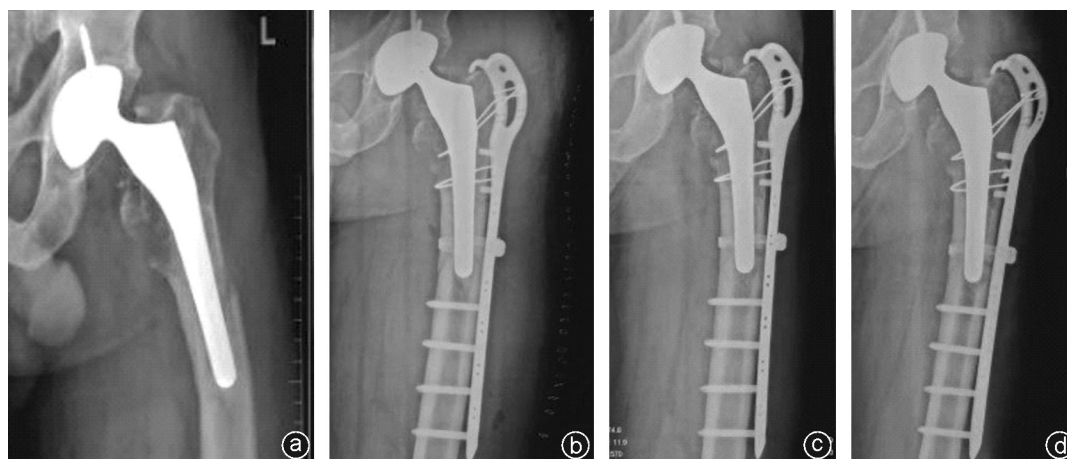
病人,男,65岁,左 Vancouver B1 型股骨假体周围骨折行线缆钢板内固定术 a:术前正位X线片;b:术后正位X线片;c:术后3个月正位X线片示骨折断端对位良好;d:术后6个月正位X线片示骨折愈合
